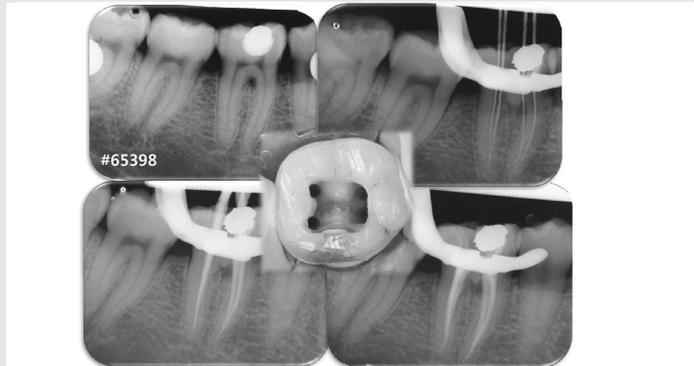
하악 우측 제 1 대구치의 근관치료. 방사선 사진과 함께 근관와동사진도 같이 정리해 진료기록용, 환자 설명용으로 활용 할 수 있다.
